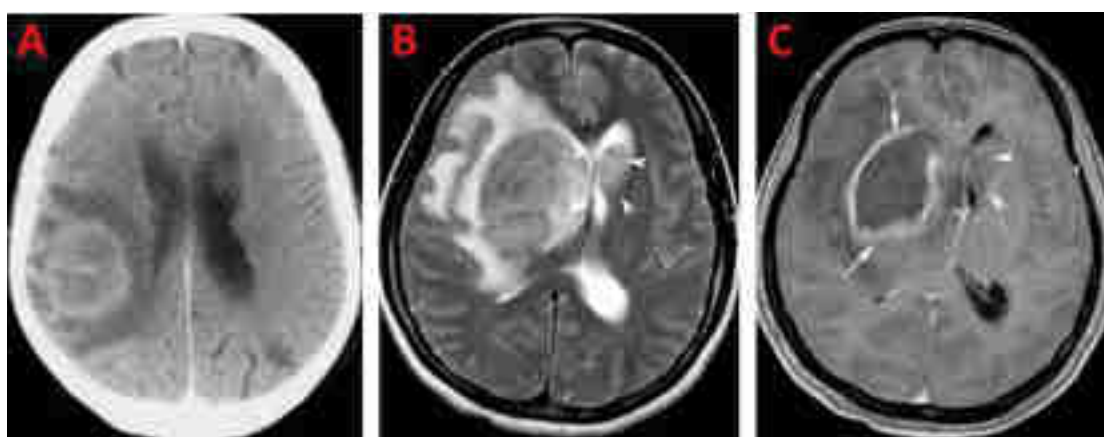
Images typiques d'un PCNSL de l'immunodéficient.^{3,18} Chez un premier patient, la masse unique montre au scanner une prise de contraste hétérogène avec un réhaussement périphérique en anneau (A). Chez un second patient, l'IRM révèle en T2 plusieurs lésions (B) : une lésion large et diffuse impliquant le ganglion basal droit et l'hypothalamus, et une lésion du noyau caudé gauche (pointes de flèche), toutes deux accompagnées d'un œdème périlésionnel. L'injection de gadolinium (C) révèle une prise de contraste en anneau, uniquement périphérique sur la première lésion (flèches), et une absence de prise de contraste sur la deuxième lésion (pointes de flèche).
